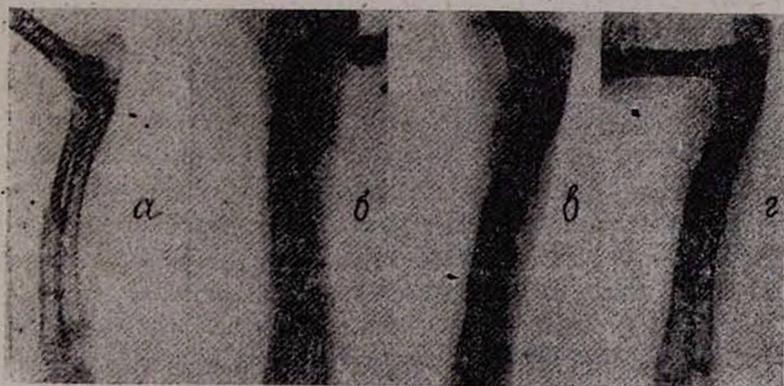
Фторентгенограммы костей предплечья кролика. а—непосредственно после имплантации кости; б—на 30, в—на 60, г—на 90-е сутки после операции. В динамике отмечается сращение трансплантата с опилами лучевой кости реципиента, истончение и местами фрагментирование кортикальной пластинки трансплантата.
